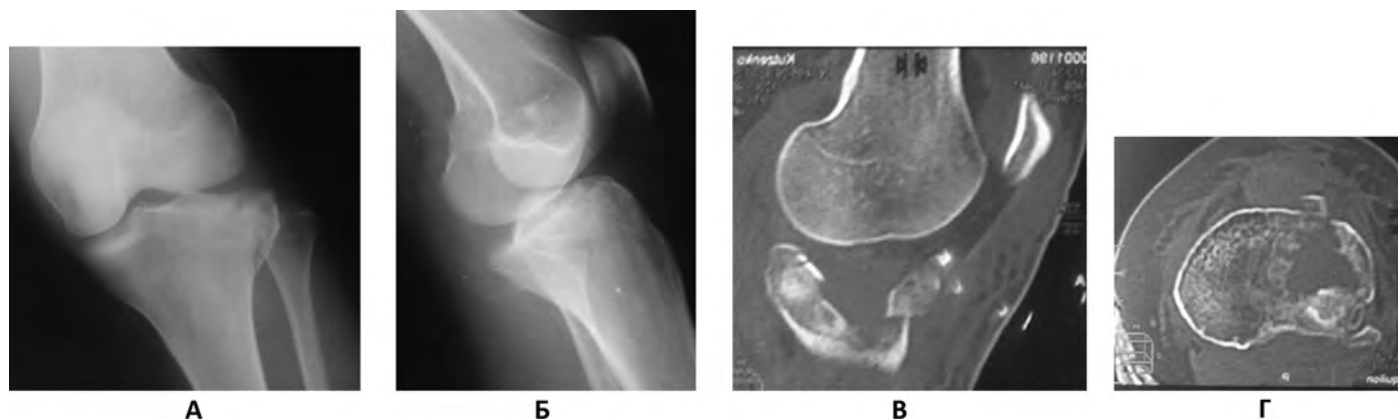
Рентгенограмма и КТ-граммы больной Ф., 75 лет, при поступлении: (а) рентгенограмма коленного сустава в прямой проекции; (б) рентгенограмма коленного сустава в боковой проекции; (в) сагиттальный КТ-срез – имеется зона импрессионного повреждения в области наружного мыщелка большеберцовой кости; (г) горизонтальный КТ-срез – область импрессионного повреждения распространяется в переднецентральном отделе плато.
